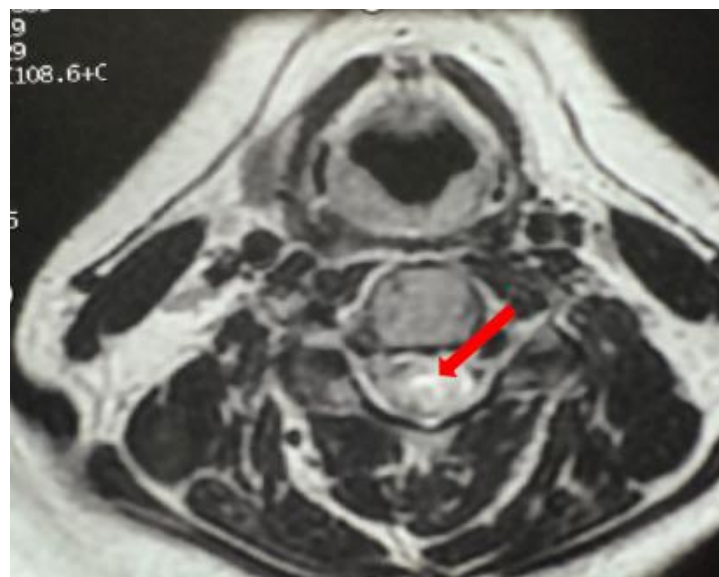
IRM médullaire, Coupe axiale, séquence T2, objectivant un hypersignal hétérogène avec Bright sign (Flèche) chez un patient atteint de NMO.
